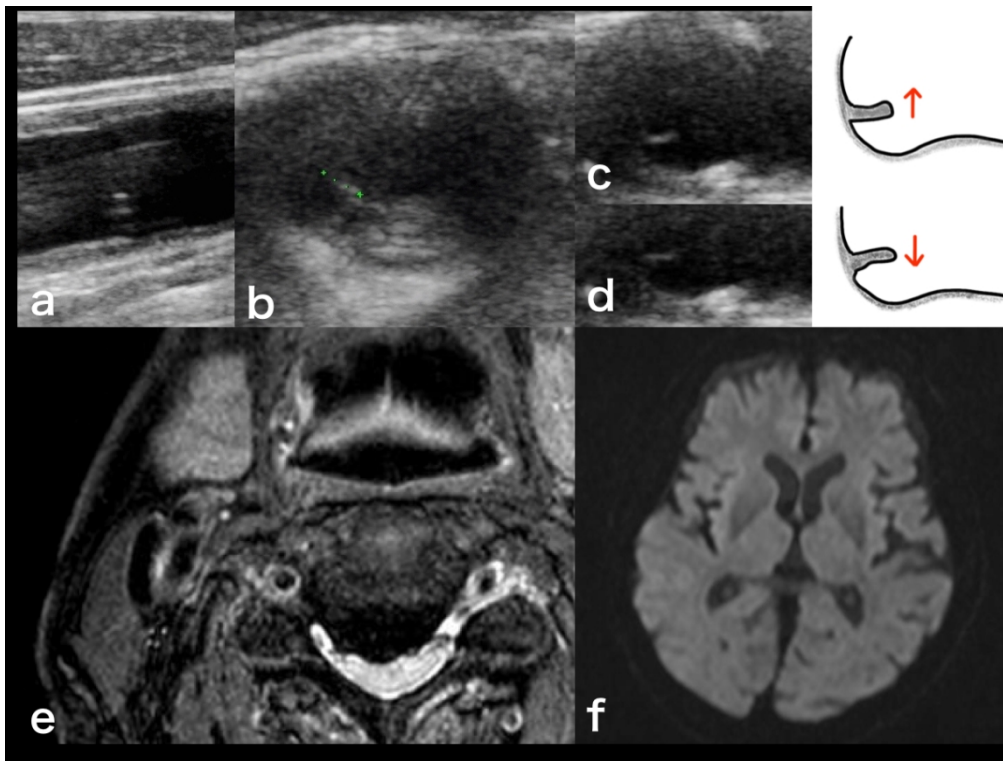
術前画像（頸動脈エコー、頭頸部MRI）
